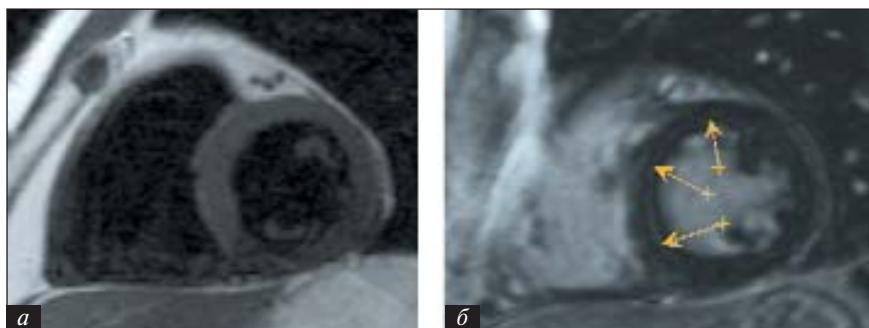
Изображение сердца по короткой оси у пациента на фоне терапии инфликсимабом, полученное методом МРТ. а — без усиления; б — после усиления дотаремом
